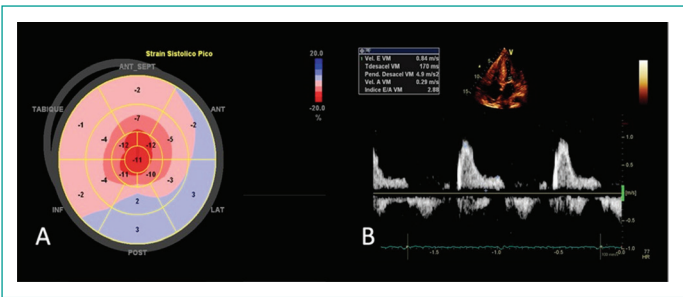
Imagen de ecocardiograma con strain global longitudinal (A), se aprecia disminución severa en segmentos basales y medios y conservado en segmentos apicales, gradiente basal apical relativo de 2.6. En imagen doppler pulsado (B) se aprecia disfunción diastólica severa por patrón de llenado restrictivo.
